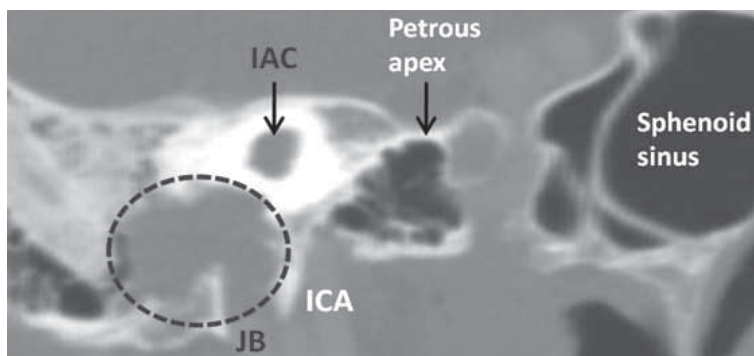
Спиральная компьютерная томография височных костей пациентки 46 лет с хондромиксоидной фибромой, коронарная проекция. Опухоль распространяется в инфралабиринтное пространство. Разрушение стенки луковицы яремной вены
